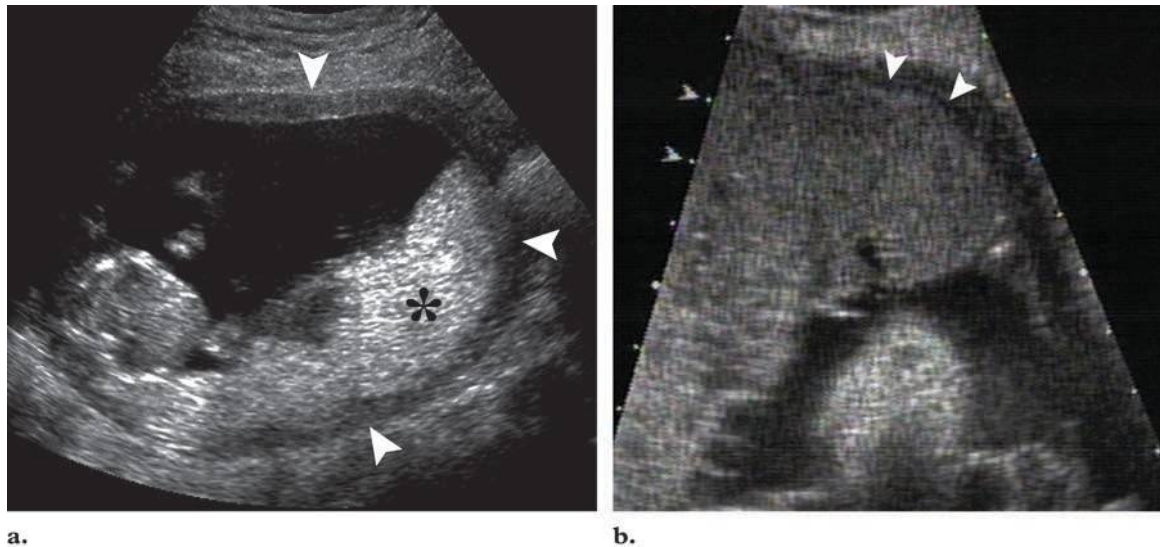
Échographie normale d'un placenta [56].
